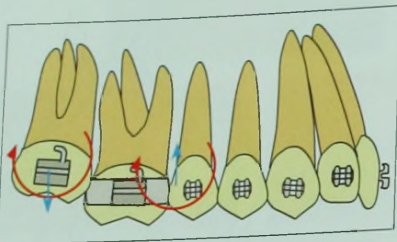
Система сил при подвязывании верхних вторых моляров к дуге. Экструзионная сила, действующая на верхние моляры, только усилит открытый прикус. Момент, действующий на резцы, может вызвать их чрезмерную экструзию, что неблагоприятно отразится на эстетических параметрах улыбки.
